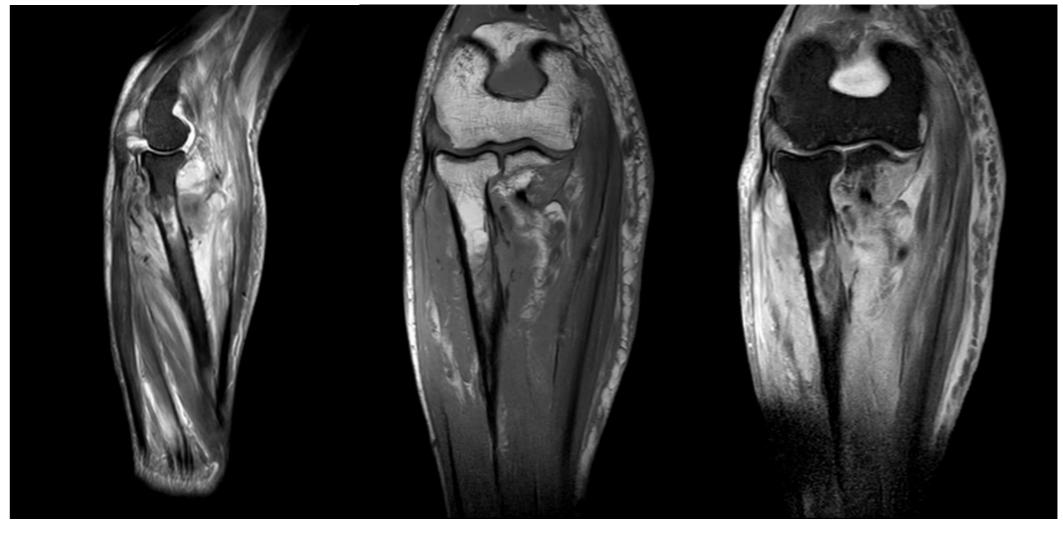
RMN: lesión intra y extraósea con interrupción de la cortical, reacción perióstica, masa de partes blandas, tenosinovitis del bíceps, miositis y celulitis del antebrazo. Compresión del nervio radial.
